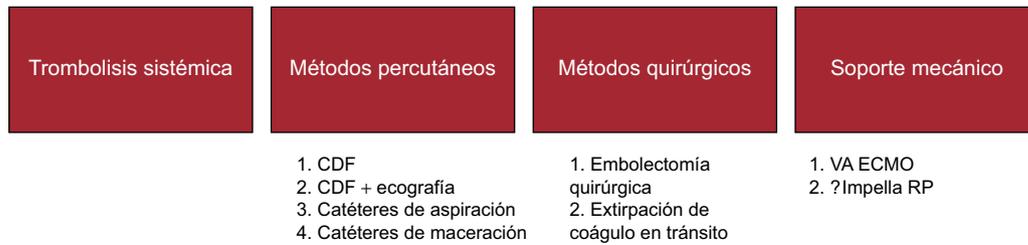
Tratamiento de reperusión para la embolia pulmonar. Los tratamientos de reperusión para la embolia pulmonar incluyen trombolisis sistémica, métodos percutáneos (que incluyen sinergia con perfusiones de trombolisis, trombolisis asistida por ecografía y otros métodos para romper los coágulos), embolectomía pulmonar quirúrgica y métodos mecánicos de soporte del ventrículo derecho, como VA ECMO, o posiblemente nuevos dispositivos de asistencia percutánea (p. ej., Impella RP). CDF: fibrinolisis dirigida por catéter; VA ECMO: oxigenador extracorpóreo de membrana venoarterial.
